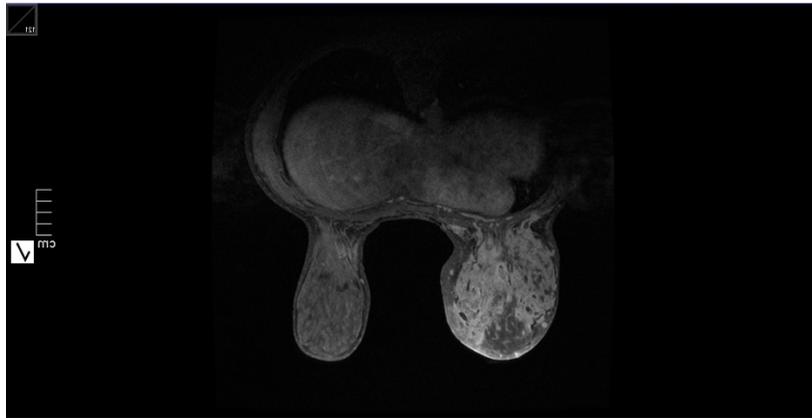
Corte axial de la resonancia magnética nuclear correspondiente a imagen con hallazgos compatibles con carcinoma inflamatorio de mama izquierda: Mama izquierda aumentada de tamaño con respecto a la contralateral, con discreto engrosamiento cutáneo, más marcado en región interna de la mama, apreciando un realce tipo no masa que ocupa prácticamente toda la mama tras la administración de gadolinio, de características aparentemente inflamatorias. Mama derecha de tamaño normal, sin apreciar imágenes nodulares ni realces patológicos.
